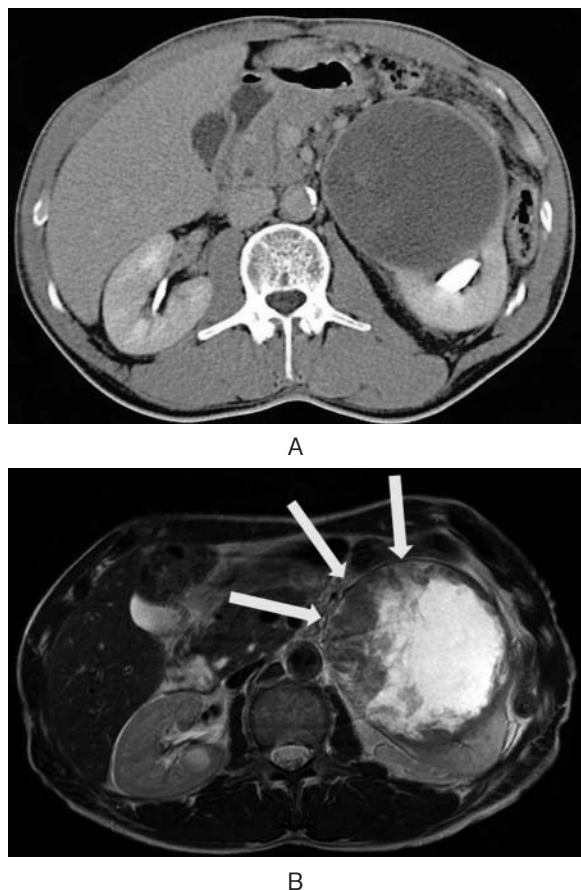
A: Enhanced abdominal CT showing a left renal cyst (100×90 mm), and the wall of the cyst showing contrast enhancement. B: Abdominal magnetic resonance imaging showing a solid component in the left renal cyst.
